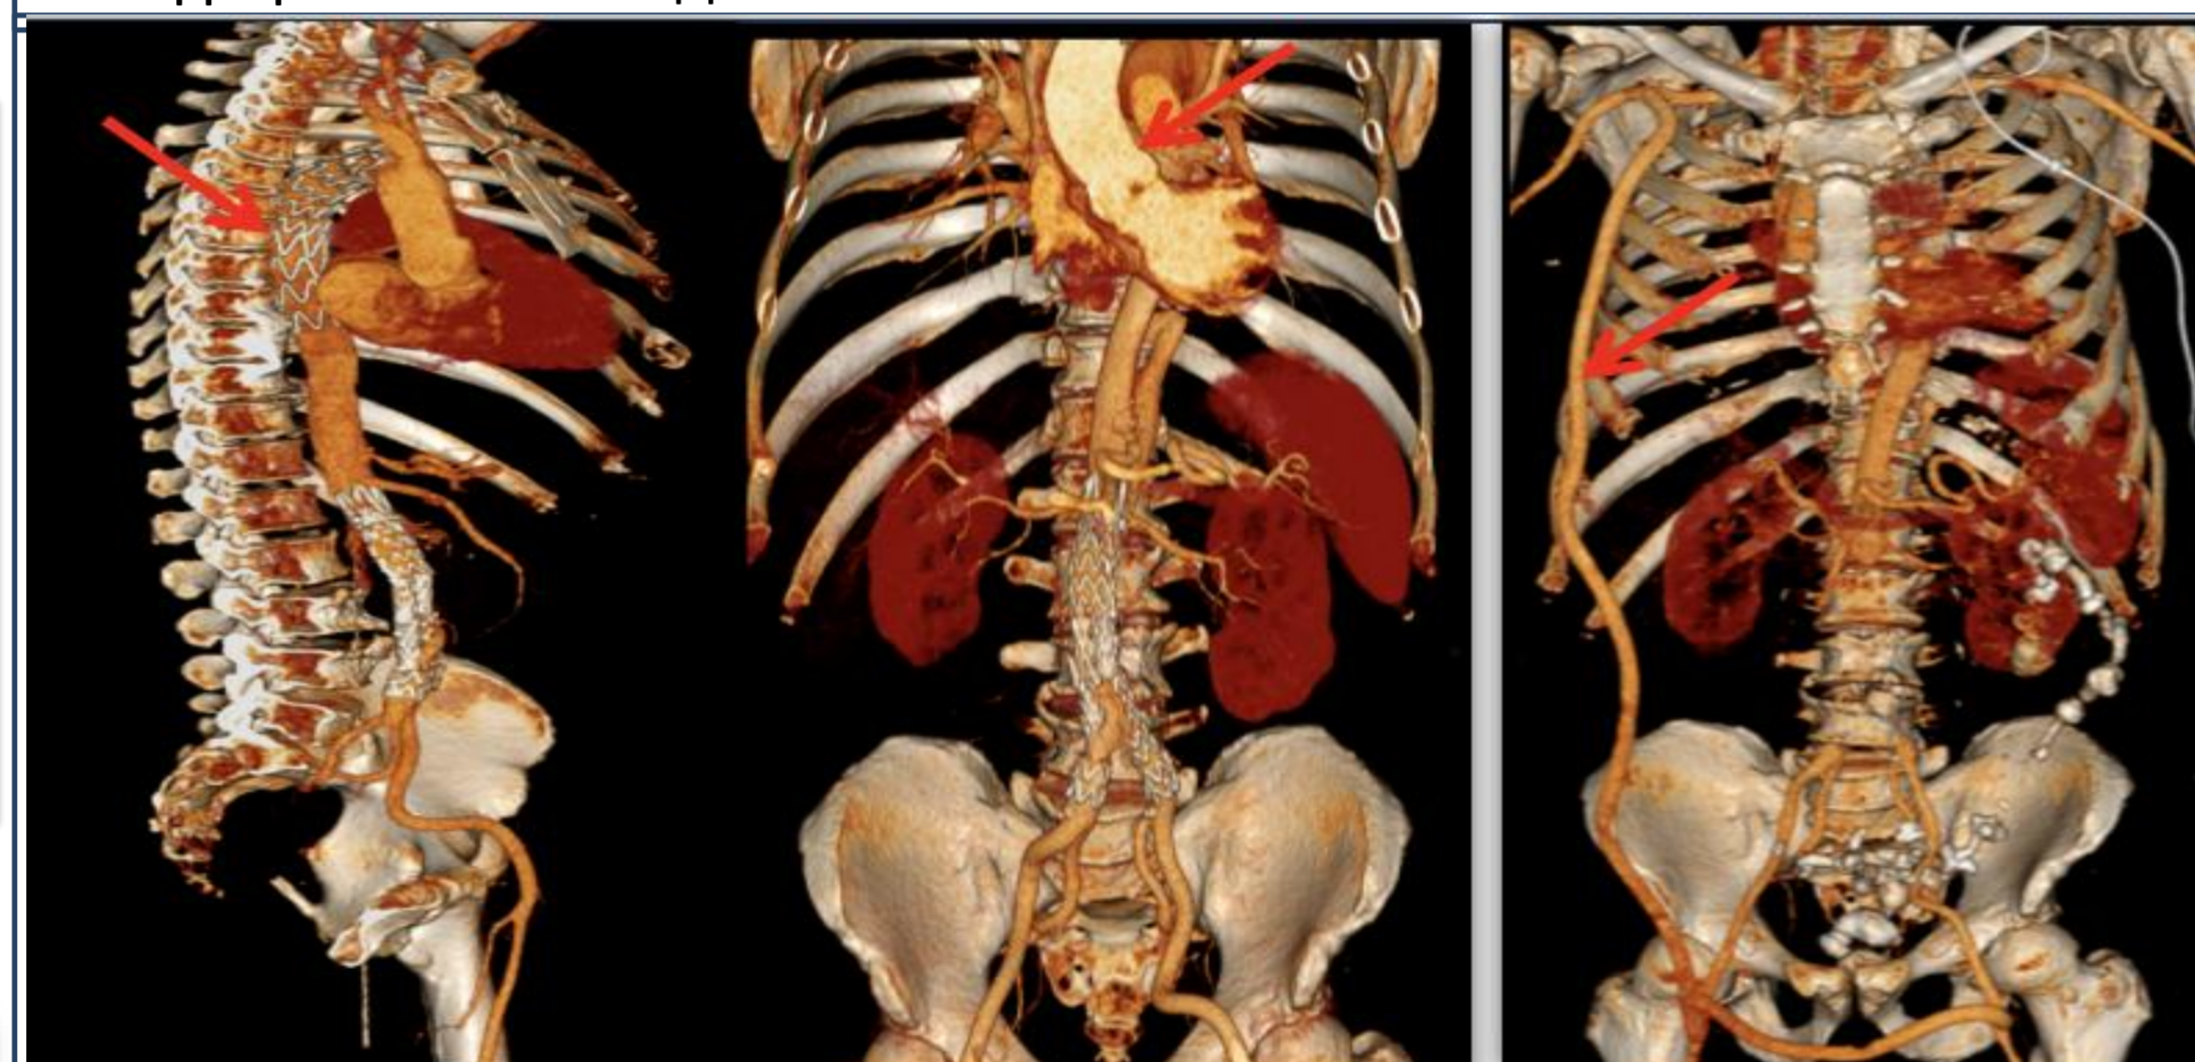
КТ-ангиография в динамике после эндопротезирования брюшного и грудного отделов аорты
